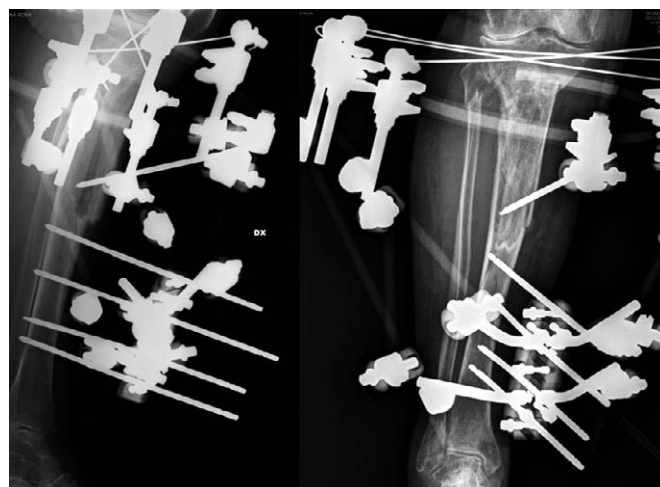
quadro radiografico post-operatorio
